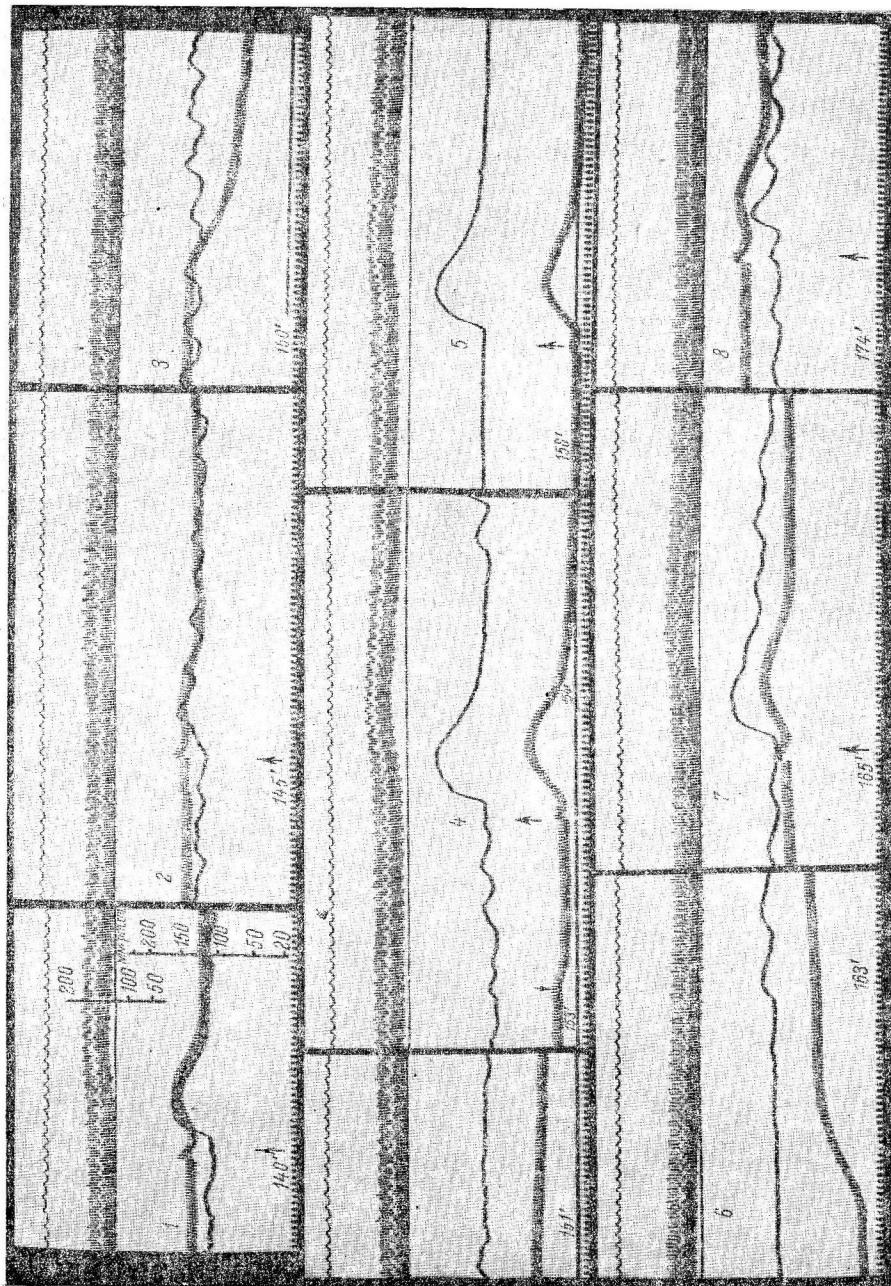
Реакции, вызываемые введением ацетилхолина в различные периоды после изменения режима перфузии.
